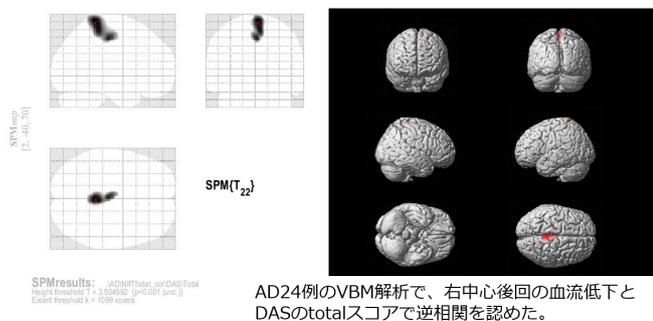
脳血流 SPECT データと無気力の評価尺度との相関解析 (DAS)
